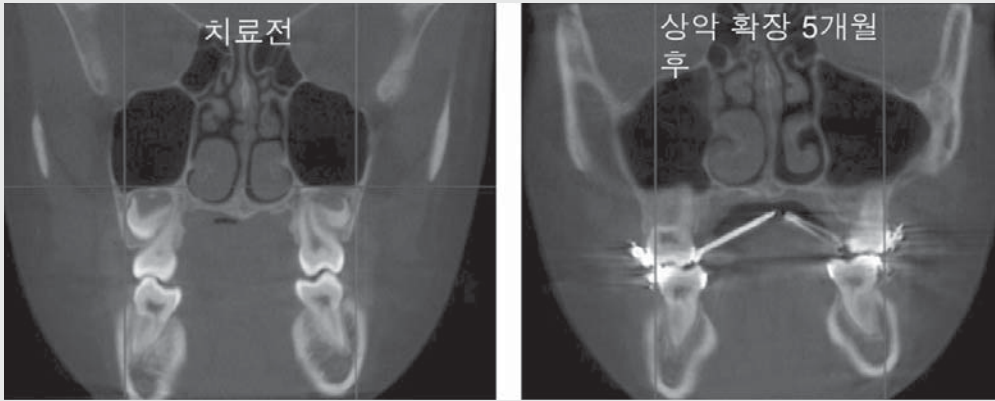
상악골 확장 치료 전, 후의 구치부 CT 절단면
